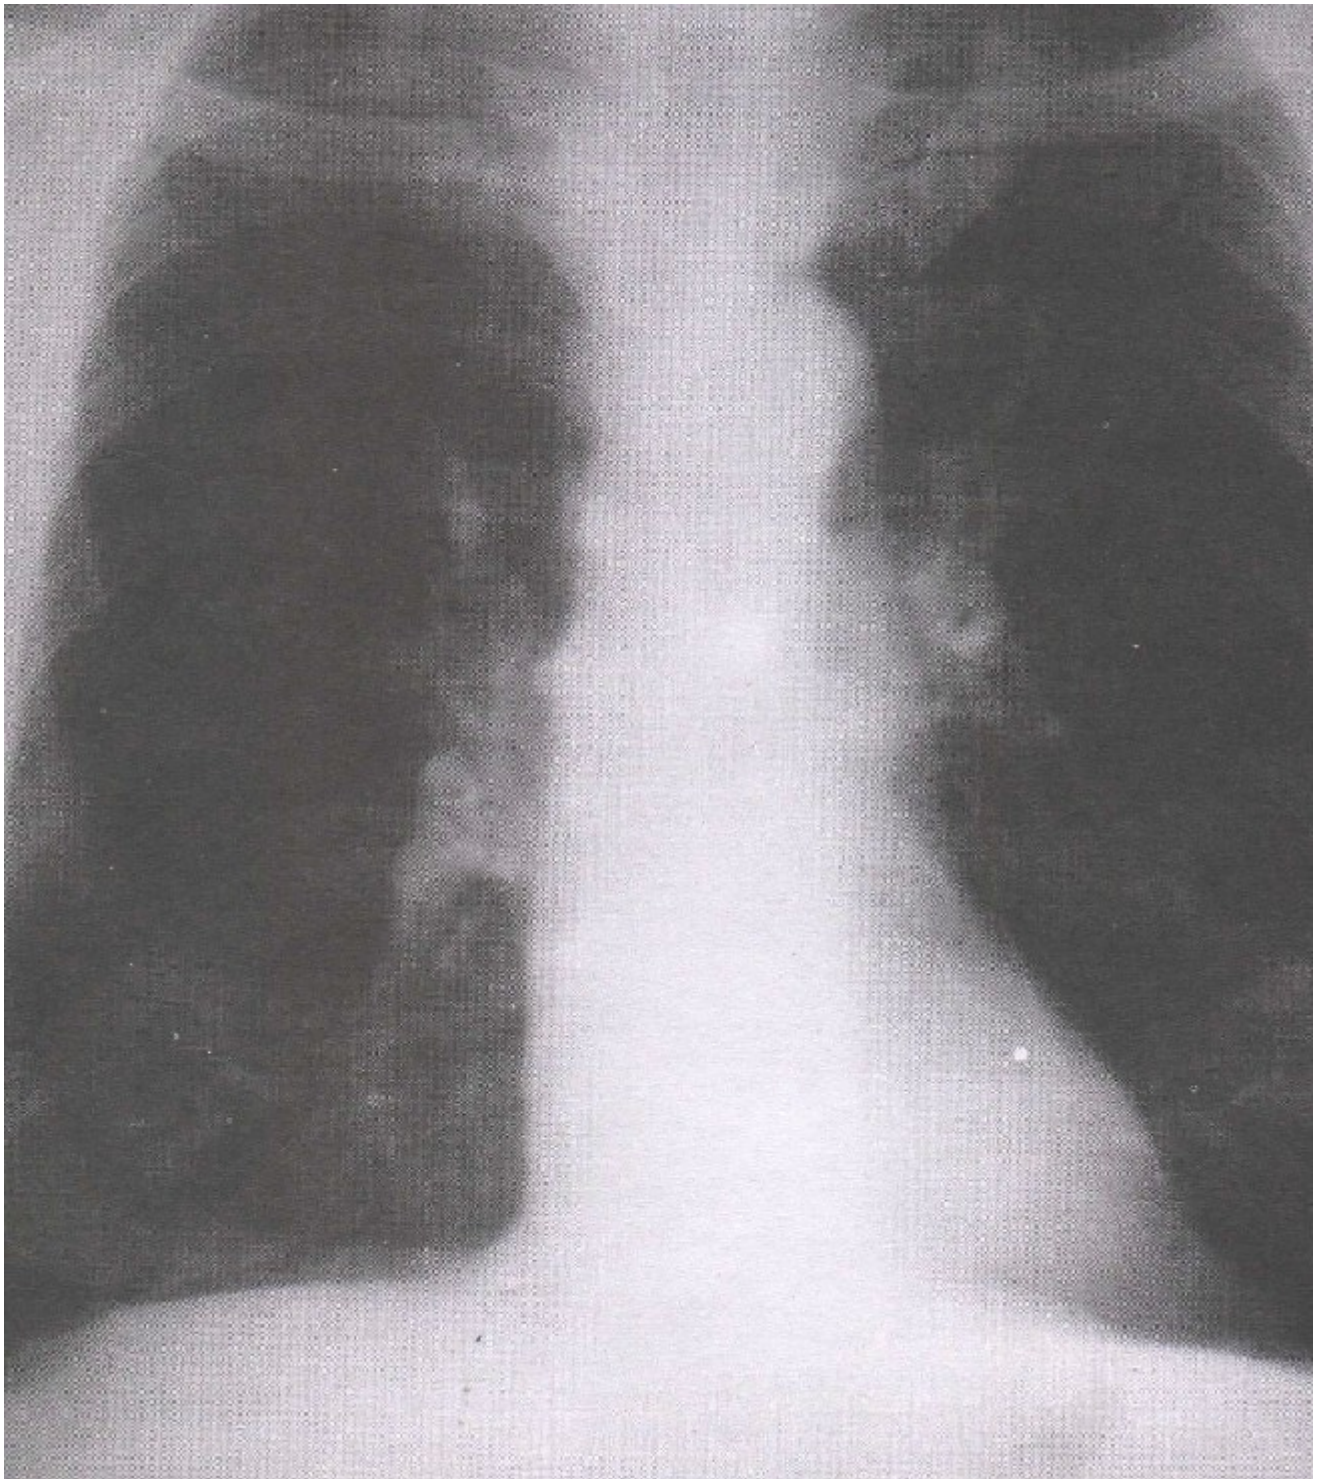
Radiographie de face au cours d'un emphysème panlobulaire
